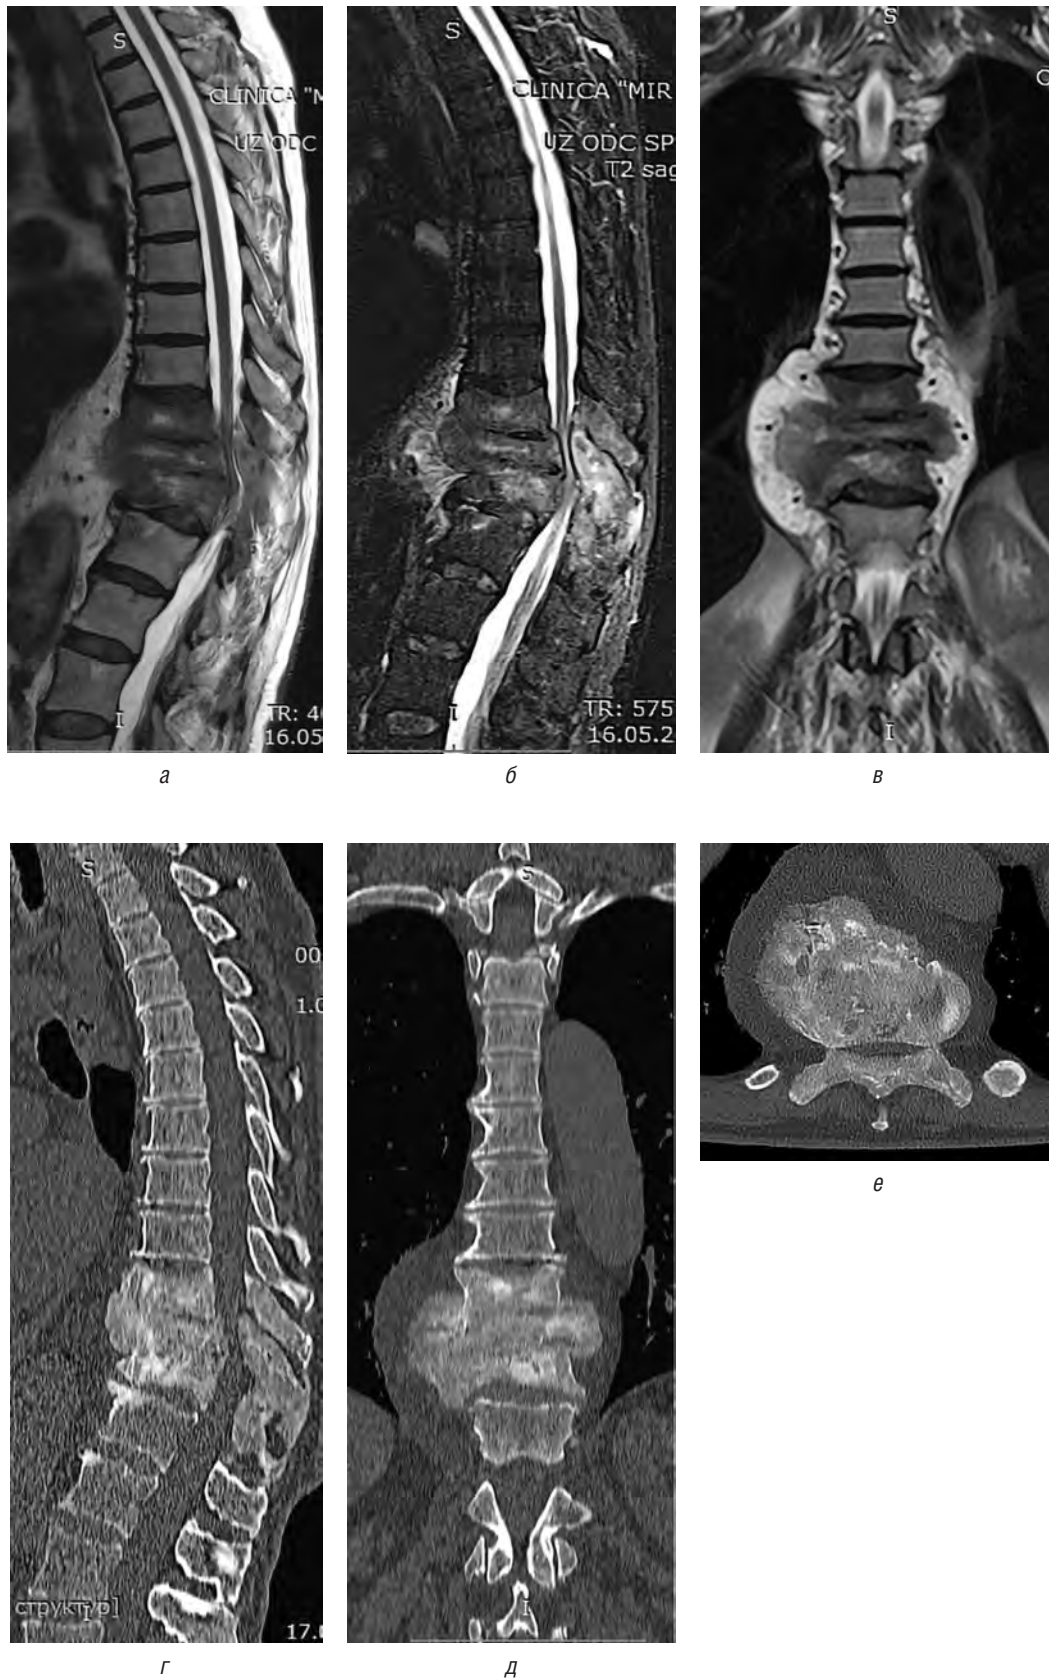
Сагитальные (а, б) и фронтальная (в) МРТ пациентки К., 68 лет, до операции. Имеются двусторонние паравертебральные образования, содержащие секвестры, компрессионный перелом и субтотальная деструкция тел Th_{ix} и Th_{xi} со снижением их высоты на 2/3 и формированием костно-фиброзного блока, стеноз позвоночного канала до 2–3 мм, признаки миелопатии
